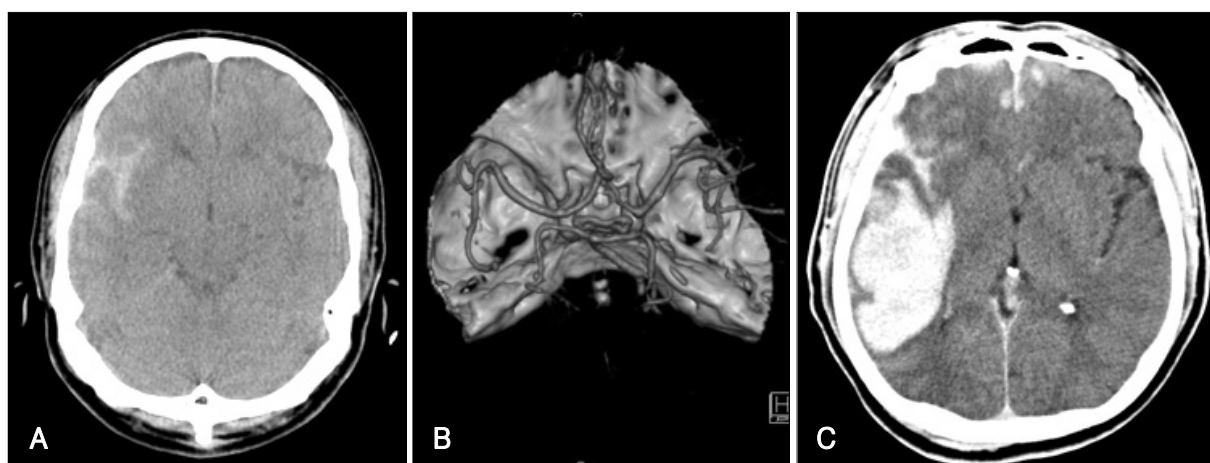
A 49-year-old man is admitted for headache following slip down. Initial brain computed tomogram shows subarachnoid hemorrhage on the right sylvian fissure and minimal contusion on the right temporal area (A). A computed tomographic angiography do not disclose any vascular lesion (B). Twelve hours later, he became stuporous and follow-up computed tomography reveals huge (Intraparenchymal hemorrhage on the right temporal area cc).
